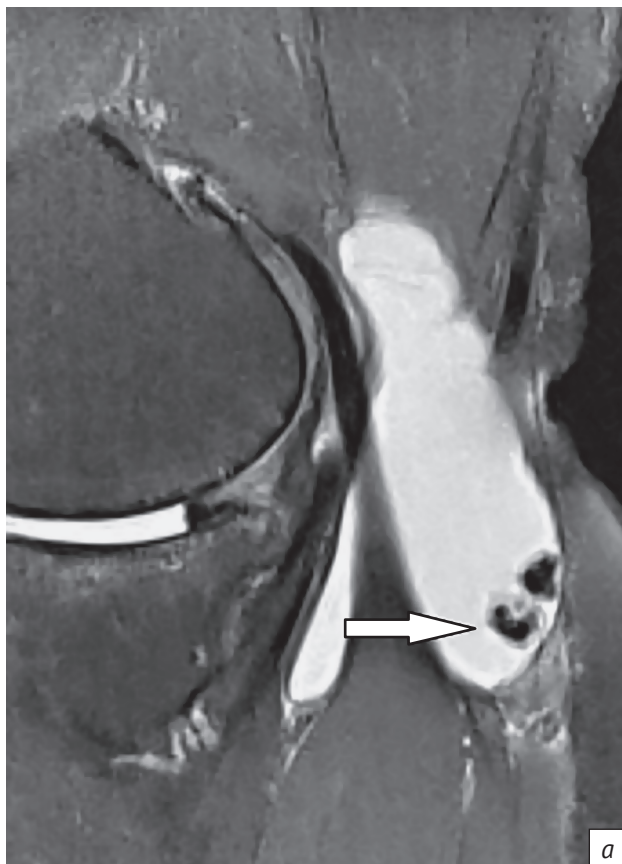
Магнитно-резонансные томограммы коленного сустава пациента 3.:
